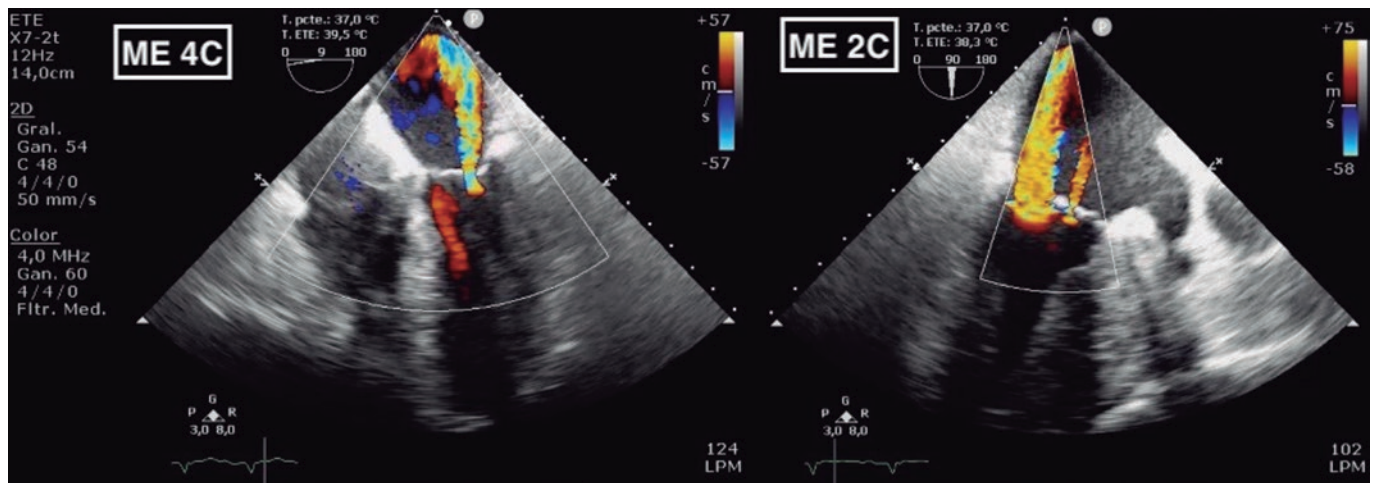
Ecocardiografía transesofágica que muestra insuficiencia mitral grave central en A3-P3 con otro chorro en A2-P2.
